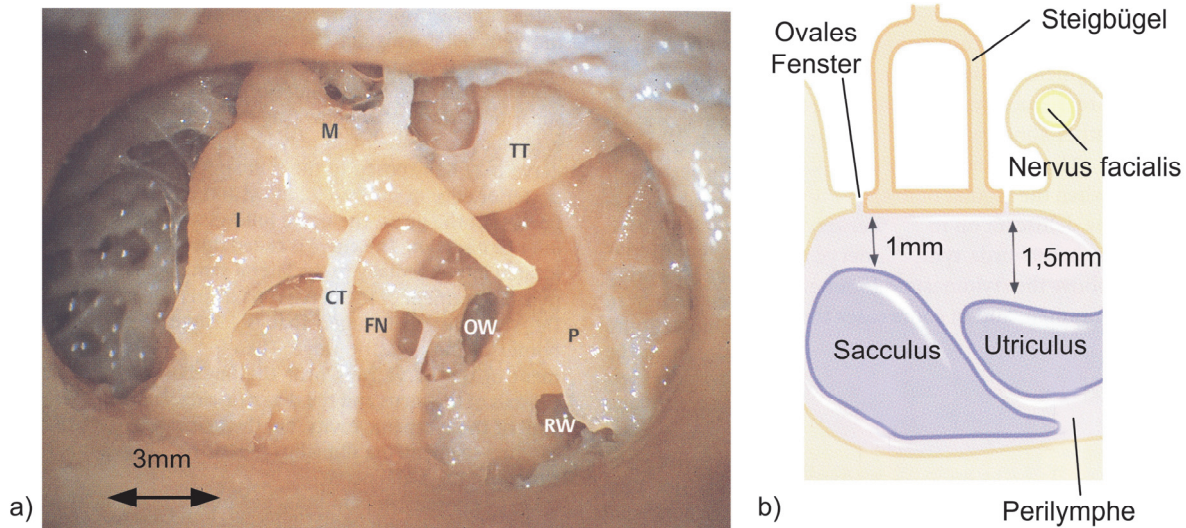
a) Strukturen in Paukenhöhle (menschliches Präparat, Blick durch Gehörgang ohne Trommelfell, Zugang umfassend erweitert): Hammer (M), Amboss (I), ovales Fenster mit Steigbügel (OW), Fazialisnerv (FN), Chorda tympani (CT), rundes Fenster (RW), Musculus tensor tympani (TT). Entnommen aus Sanna *et al.* (2003). b) Querschnitt am ovalen Fenster, welches Paukenhöhle und Labyrinth trennt. Die Risikostrukturen Sacculus, Utriculus sowie Nervus facialis erfordern besondere Beachtung. Angelehnt an Hildmann und Sudhoff (2006).
